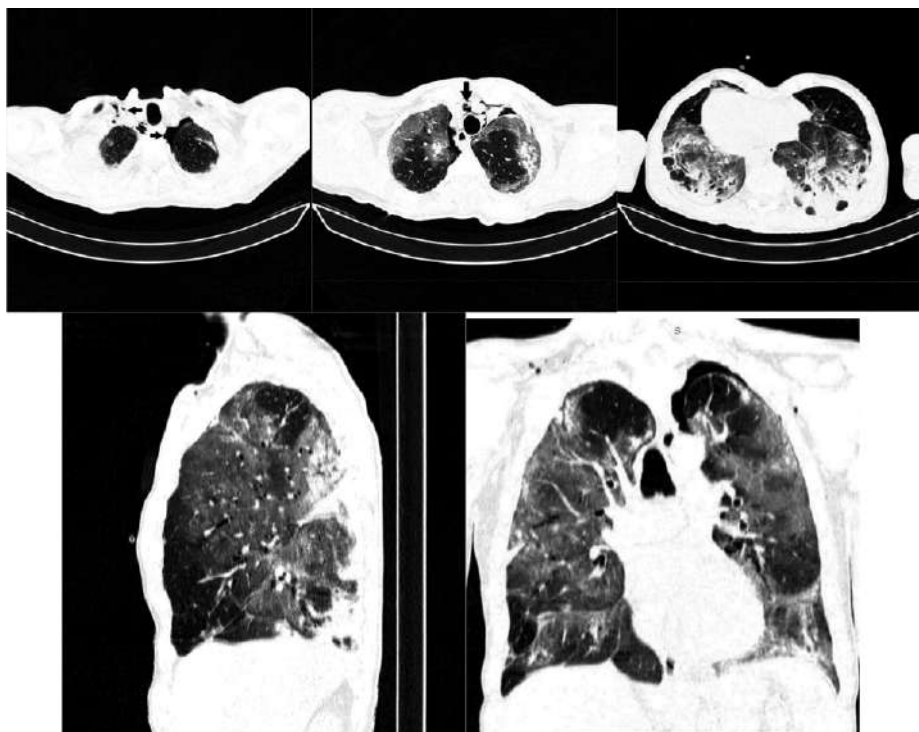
КТ ОГК. Субтотальное поражение обоих легких: сливные распространенные участки снижения прозрачности по типу «матового стекла», утолщение внутри- и междольковых перегородок, симптом «воздушной бронхографии», массивные зоны консолидации. В S6 нижней доли правого легкого участок консолидации треугольной формы, основанием прилежащий к костальной плевре (инфаркт-пневмония). Скопление жидкости в главной междольковой щели справа. Свободный газ в плевральных полостях (слой до 23 мм) (→), в верхнем этаже переднего средостения (↓), в подкожной жировой клетчатке над- и подключичных областей с обеих сторон и задней поверхности нижних отделов шеи слева (←)
